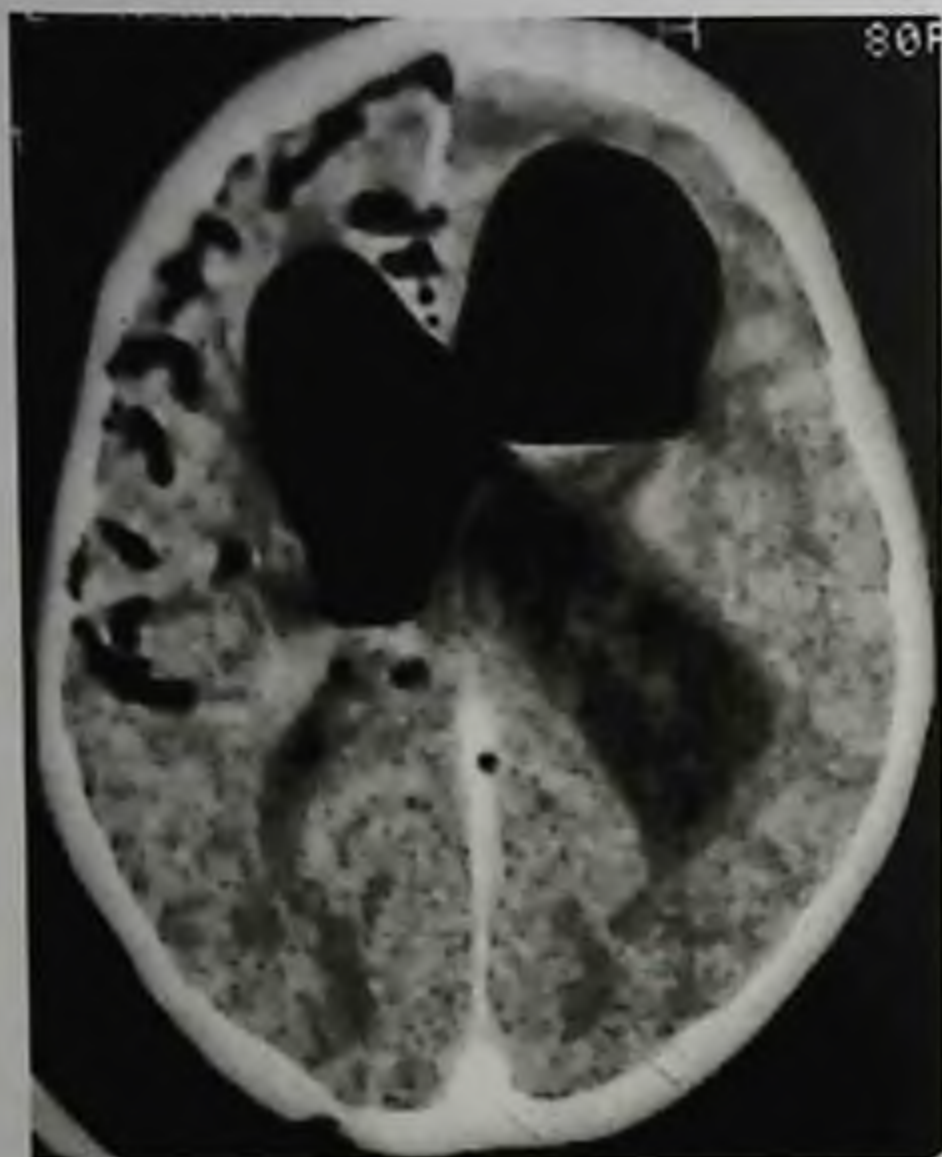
Пневмоцефалия: воздух в боковых желудочках, межполушарной щели и правой лобно-теменной области. Компьютерная томограмма
